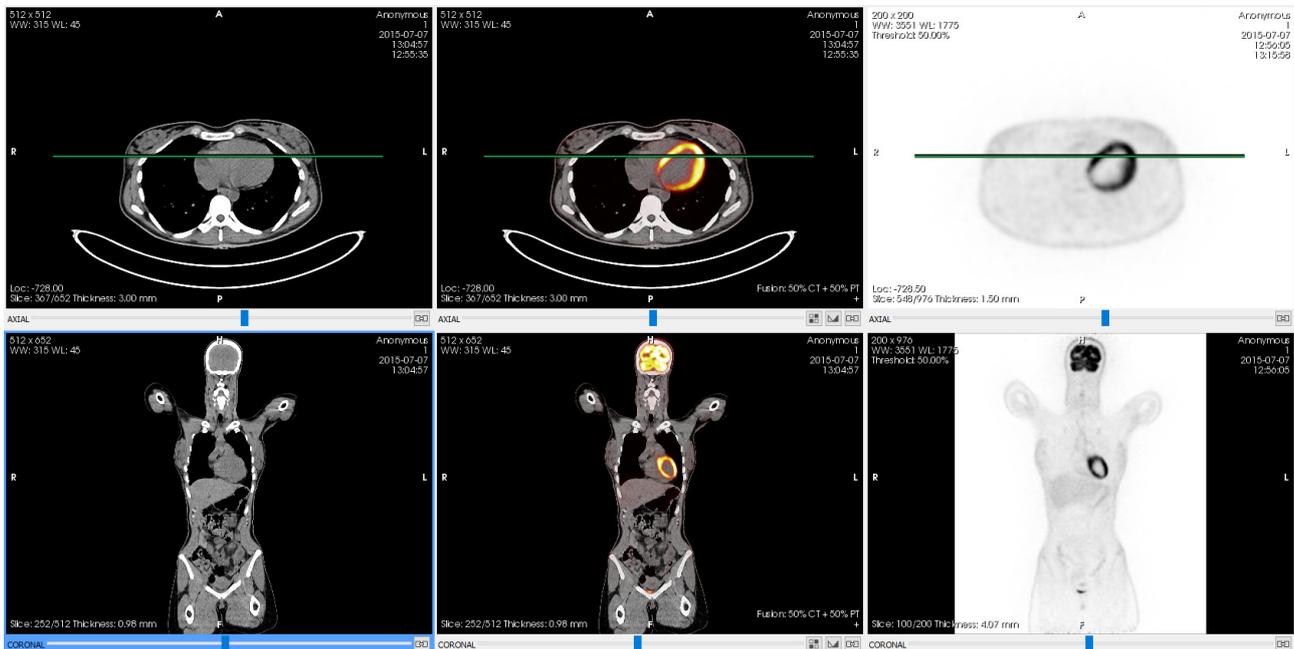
Fusión PET-CT con diferentes vistas. A las columnas, de izquierda a derecha: CT, fusión, PET. A las filas, de arriba a abajo: axial y coronal.
